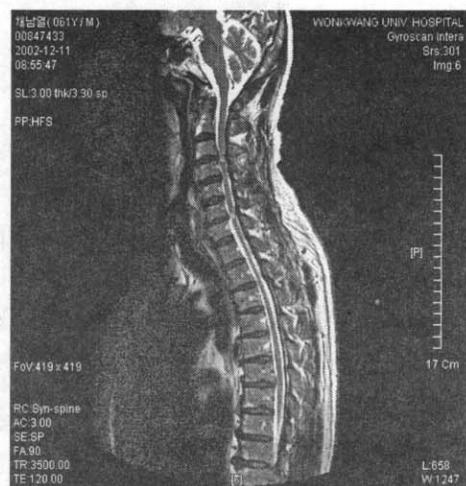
T2-MRI shows multisegmental cord compression and high signal intensity area at C3-4.
